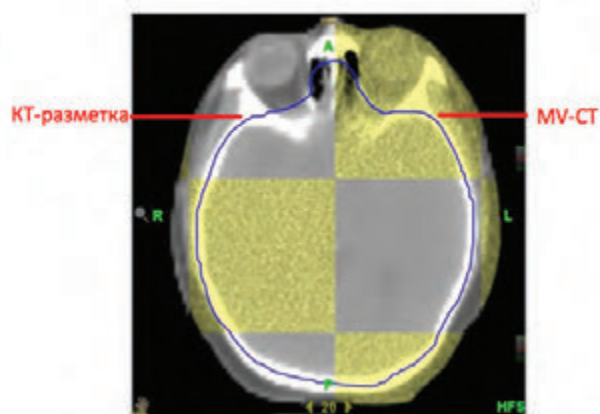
Коррекция укладки пациента путем совмещения мегавольтного снимка (MV-CT) с КТ-сканированием, полученным во время разметки
